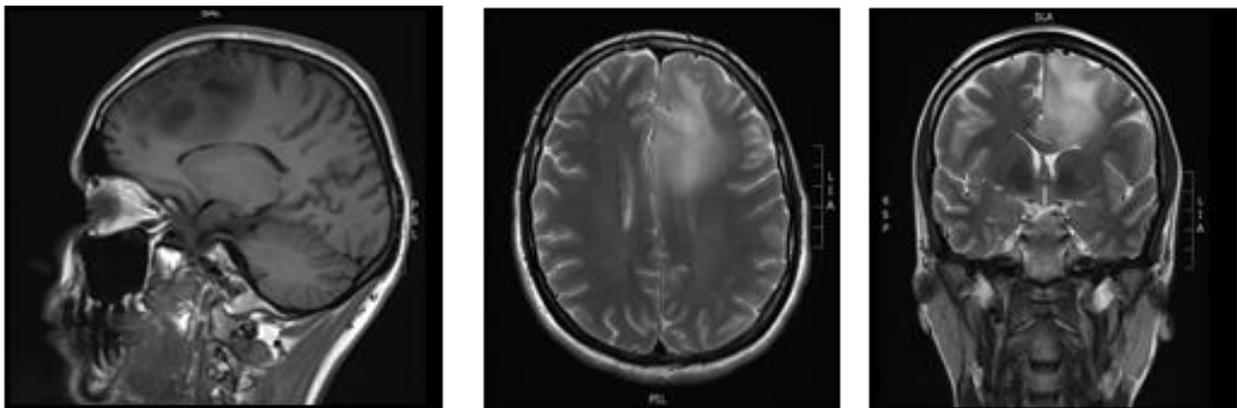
Oligodendroglioma frontal izquierdo. RM corte sagital T2 (izda), axial y coronal T1 (centro y dcha.) sin contraste.
